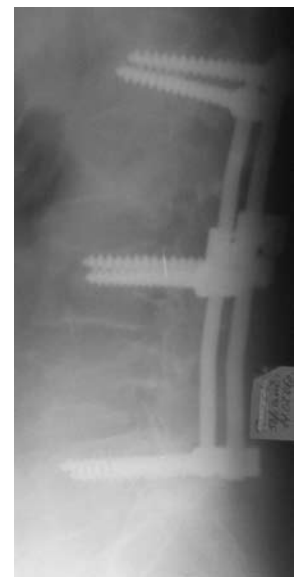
Рентгенограма хребта у бічній проекції через 11 міс після оперативного втручання.
